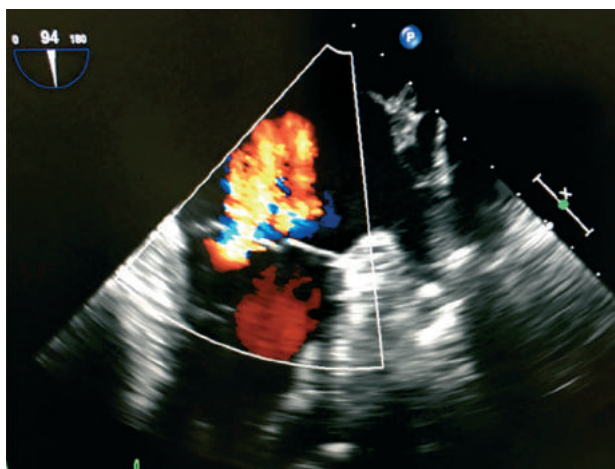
2D-эхокардиограмма: недостаточность митрального клапана 3 ст.
